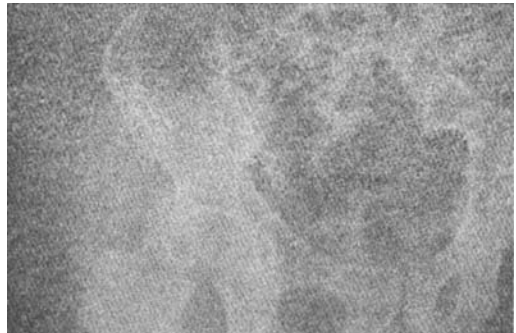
术前骨盆平片示股骨头粉碎骨折伴股骨颈头下型骨折
